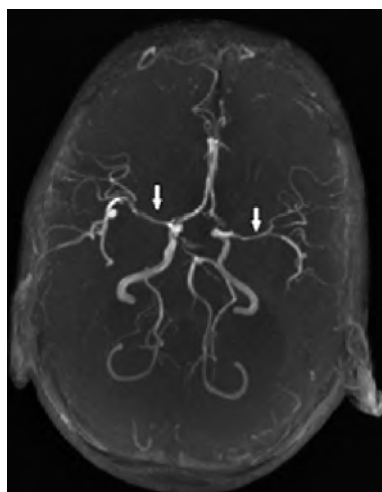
Пациент Н.: МРТ, МР-ангиография (3D TOF) – стеноз обеих СМА, больше левой
